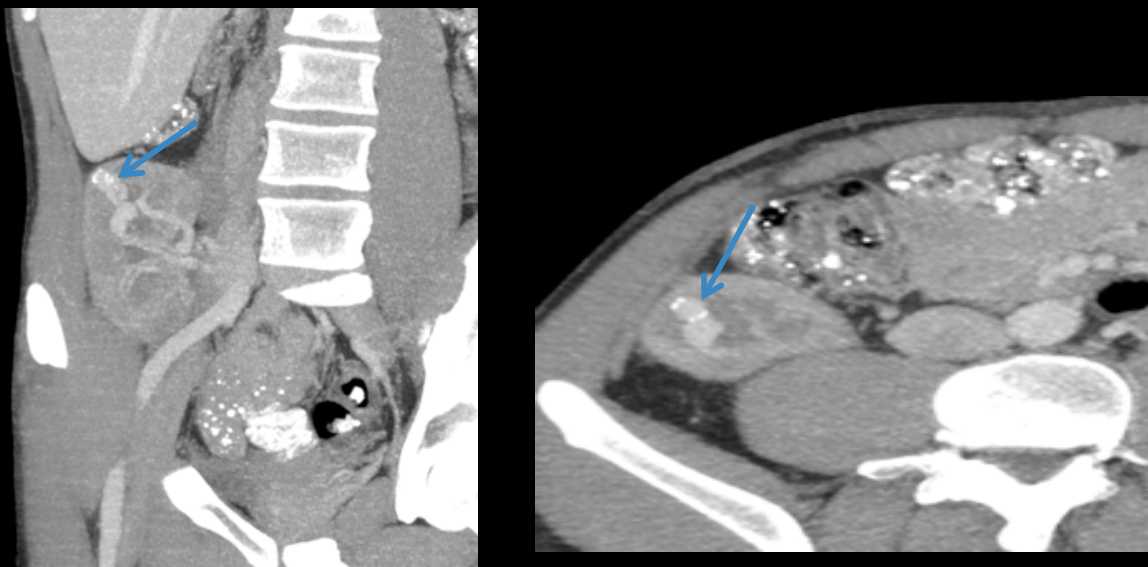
Reconstrucciones coronal y axial MIP de TC con contraste. Se visualiza en FID el injerto renal que se muestra ligeramente disminuido de tamaño. Presenta nefrograma retrasado. En el polo superior del injerto se objetiva una fístula arteriovenosa (flechas azules).
